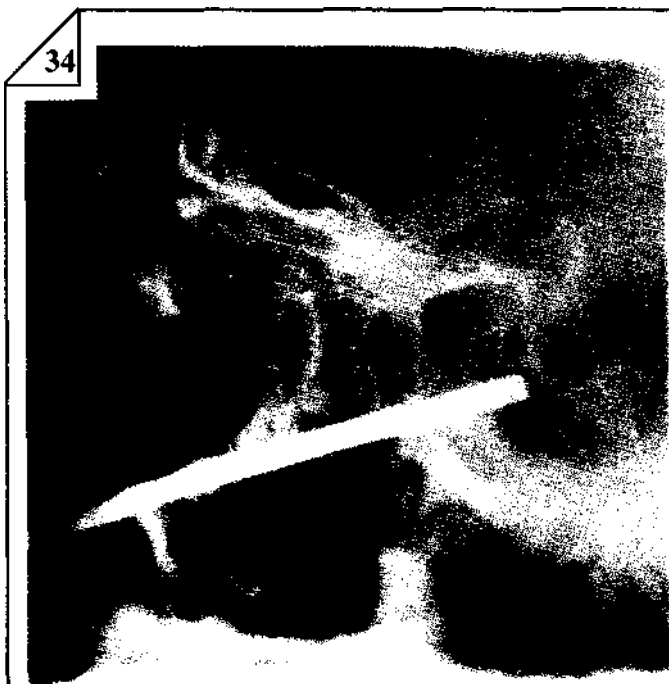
Рентгенограмма костей черепа в боковой проекции. Зонд находится в просвете клиновидной пазухи.
